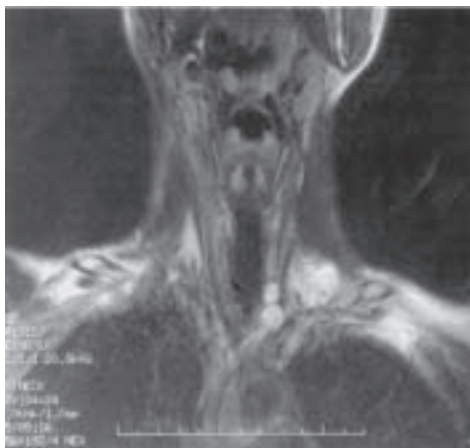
Магнітно-резонансна томограма лімфовузла розміром 3 см в поперечнику в надключичній ділянці та кількох дрібних вузлів у лівій паратрахеальній ділянці (T2-зважене зображення).
